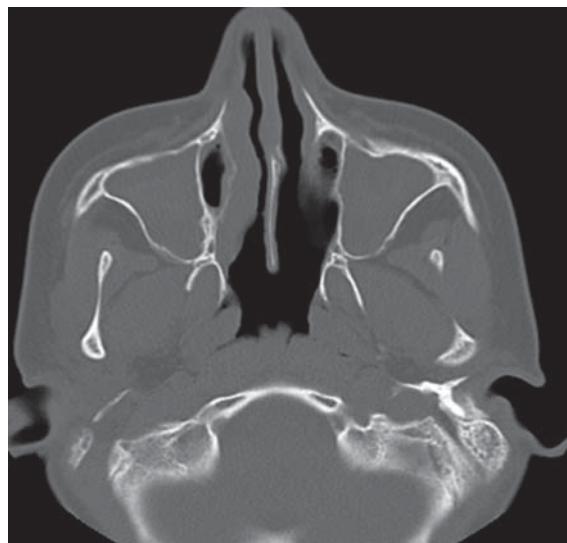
КТ придаточных пазух носа. Хронический двусторонний верхнечелюстной риносинусит
